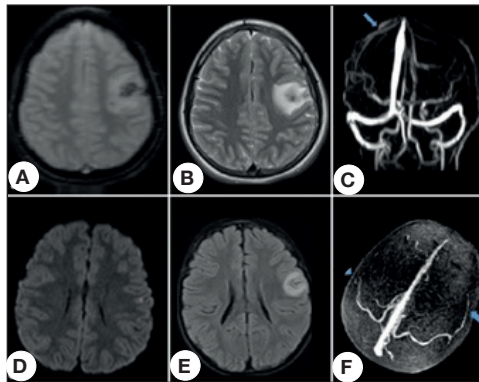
Patient 5 (A-C) and 6 (D-F) with cortical vein thrombosis. Axial hemogradients (A) and T2-weighted sequences show hemorrhagic focus in the centre of the lesion at the left parietal cortical and subcortical area. MR venography (C) shows trolard vein thrombosis; blue arrow indicates normal trolard vein in the right hemisphere, in the left side trolard vein is not seen due to thrombosis. Patient 6, diffusion weighted sequence (D) shows diffusion restriction in the subcortical area of left parietal lobe, 3 days after presentation T2 weighted axial sequence (E) shows edema and cortical-subcortical blurring at the same location. MR venography (F) 3-D image shows filling defect on the distal part of the left trolard vein due to thrombosis (arrowhead), normal vascular filling of trolard vein is seen on the right side (arrow).
